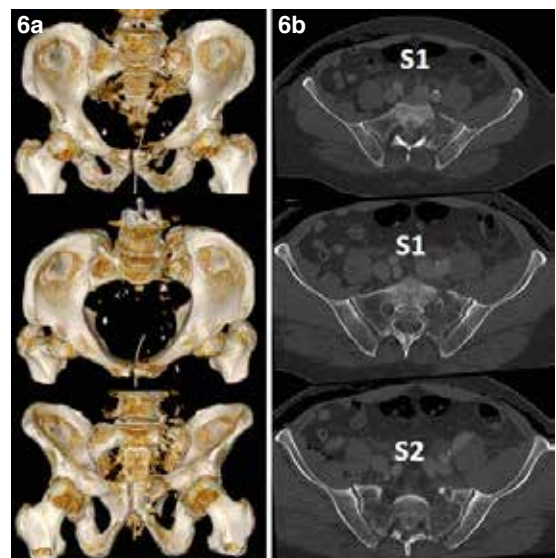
Reconstrucción 3-D de TC de paciente con fractura de pelvis; fracturas de ramas iliopúbica e isquiopúbica izquierdas y fractura vertical de sacro transforaminal izquierda (AO/OTA C1.3A2), conminución de las fracturas sin desplazamiento. Obsérvese los corredores S1 y S2, también el importante enfisema subcutáneo periabdominal secundario a neumotórax (b).
